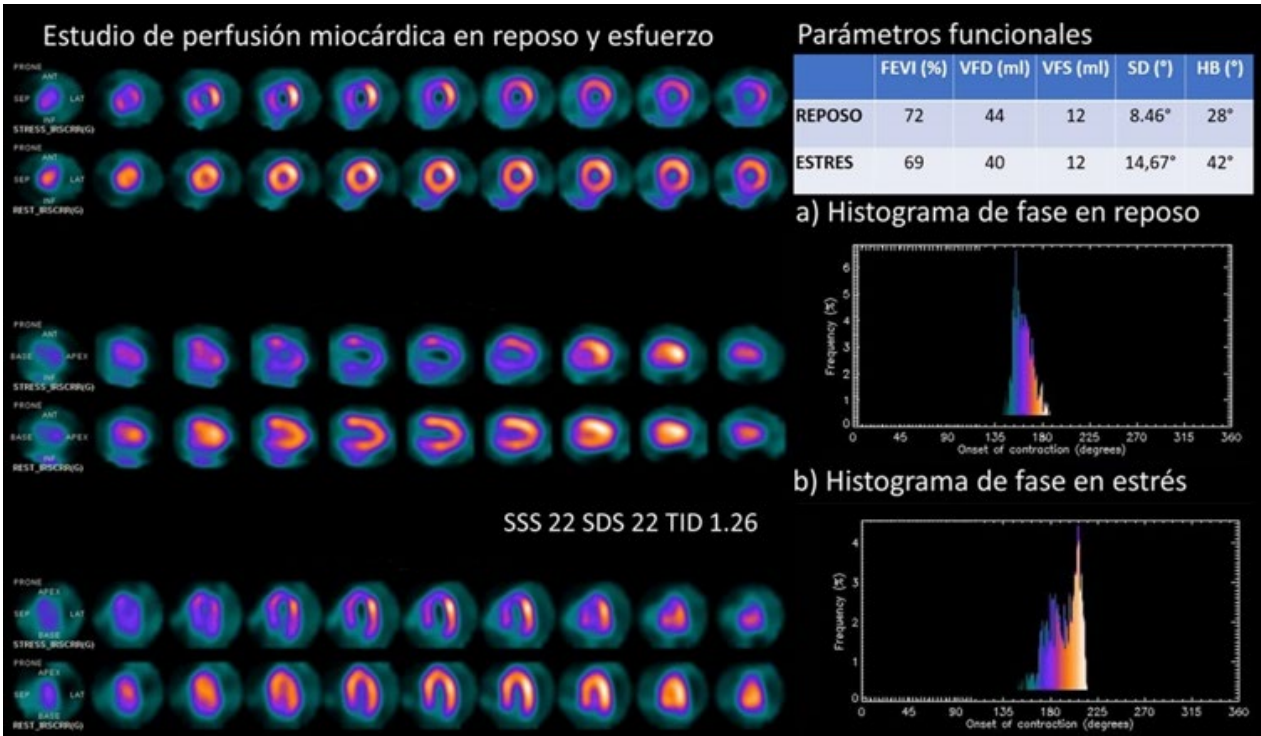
Muestra el EPM G-SPECT de un paciente que presentó angor y cambios dinámicos del ST en la prueba de ejercicio con isquemia severa y extensa en múltiples territorios vasculares en las imágenes. Los histogramas de fase de a) reposo y b) post-estrés muestran DMVI en el post-estrés con respecto al reposo. Presentó ECMV en la cinecoronariografía, y recibió como tratamiento cirugía de revascularización miocárdica. SSS: score de suma de estrés; SDS: score de diferencia; TID: dilatación isquémica transitoria; FEVI: Fracción de eyección del ventrículo izquierdo; VFD: volumen de fin de diástole; VFS: volumen de fin de sístole; SD: desvío estándar de fase; HB: ancho de banda del histograma.
